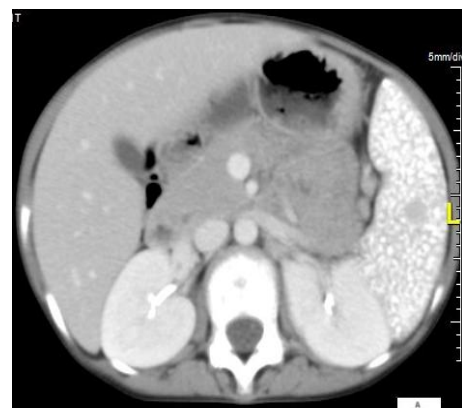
coupe axiale TDM de l'abdomen, avec injection de produit de contraste, à hauteur de la rate. on note l'hyperdensité spontanée de la rate et la présence d'un nodule non hyperdense avec rehaussement homogène et proportionnel par le produit de contraste iodé.
